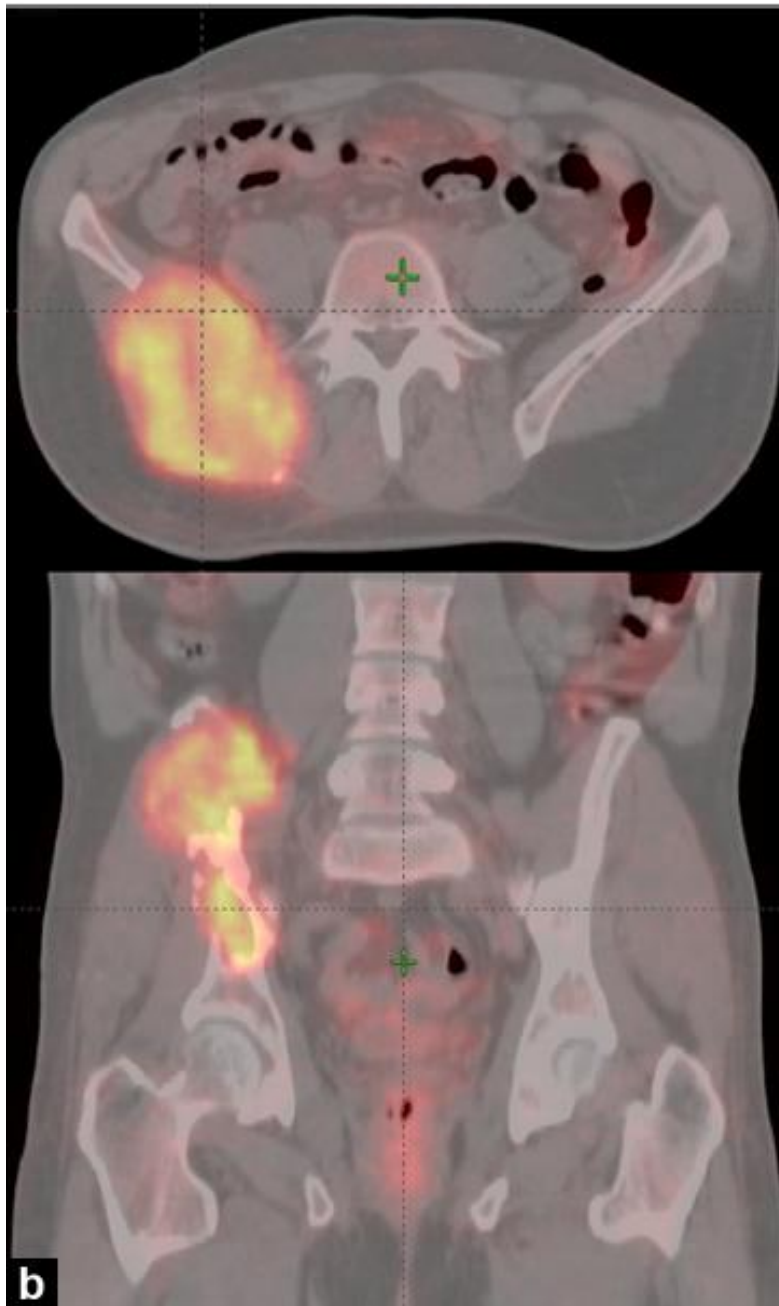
Tomographie par émission de positrons/scanographie montrant un hypermétabolisme de l'os iliaque droit
